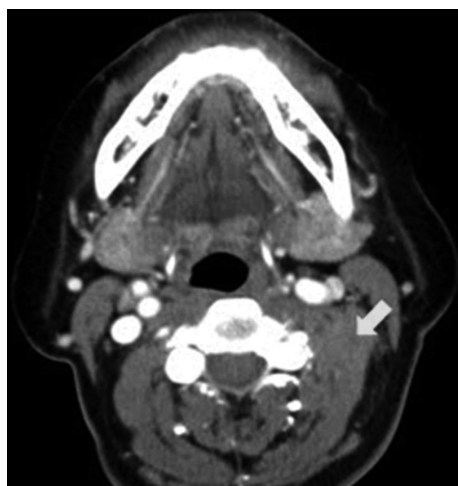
Contrast enhanced axial CT shows a homogenous soft tissue mass, abutting paravertebral muscle at C3-4 area (arrow).
